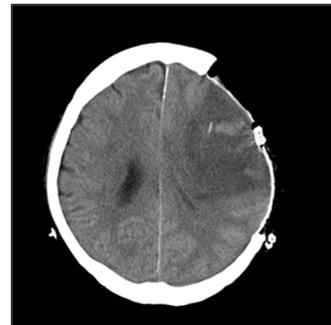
脳実質内に設置したICPセンサーの頭部CT画像
